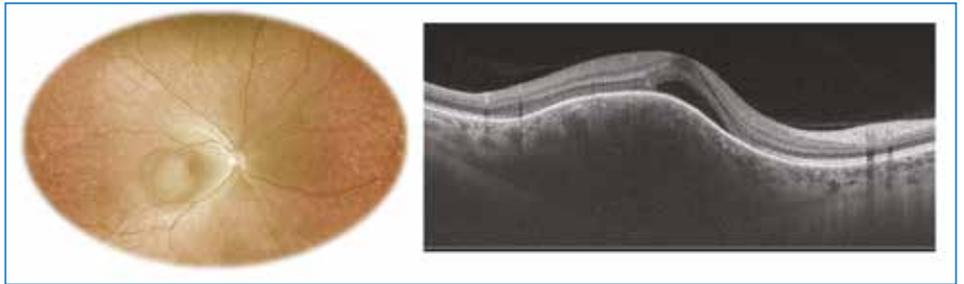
Lésion ronde unique achrome choroïdienne associée à un décollement séreux rétinien. Devant cette lésion achrome, un bilan général (PET-scan, scanner thoraco-abdomino-pelvien et IRM cérébrale) a été effectué. Ce bilan a révélé la présence d'un adénocarcinome pulmonaire chez une femme de 40 ans avec métastases choroïdiennes et cérébrales associées.
